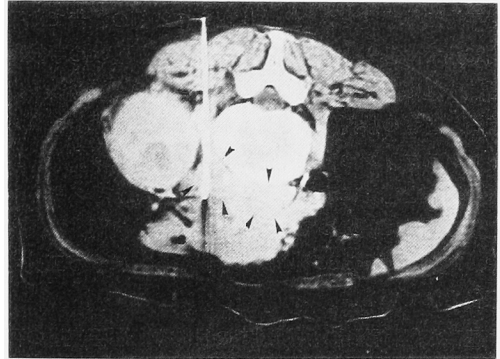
CT-guided biopsy of a retroperitoneal mass (arrowheads) due to lymph node metastases of transitional cell carcinoma of left renal pelvis. Note the needle within the mass.
